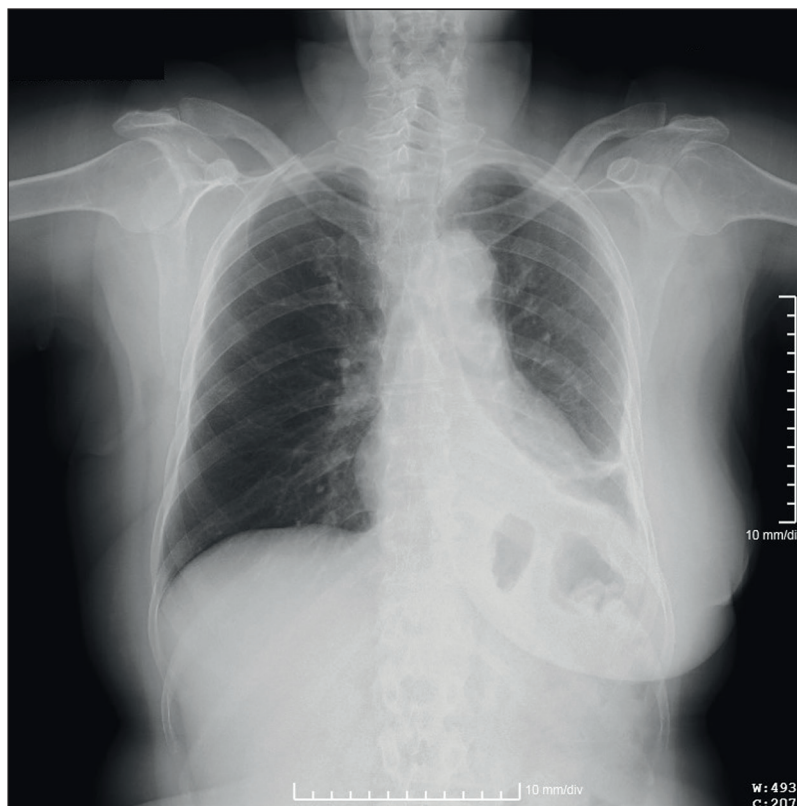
Radiografía de tórax evolutiva al mes de la intervención quirúrgica.
